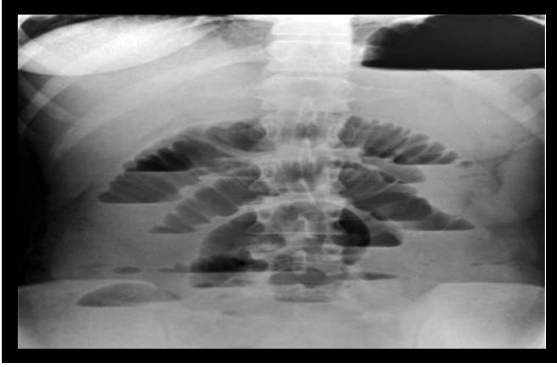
Қорин бўшлиғи обзор рентгенограммаси.Ичак аркалари.
